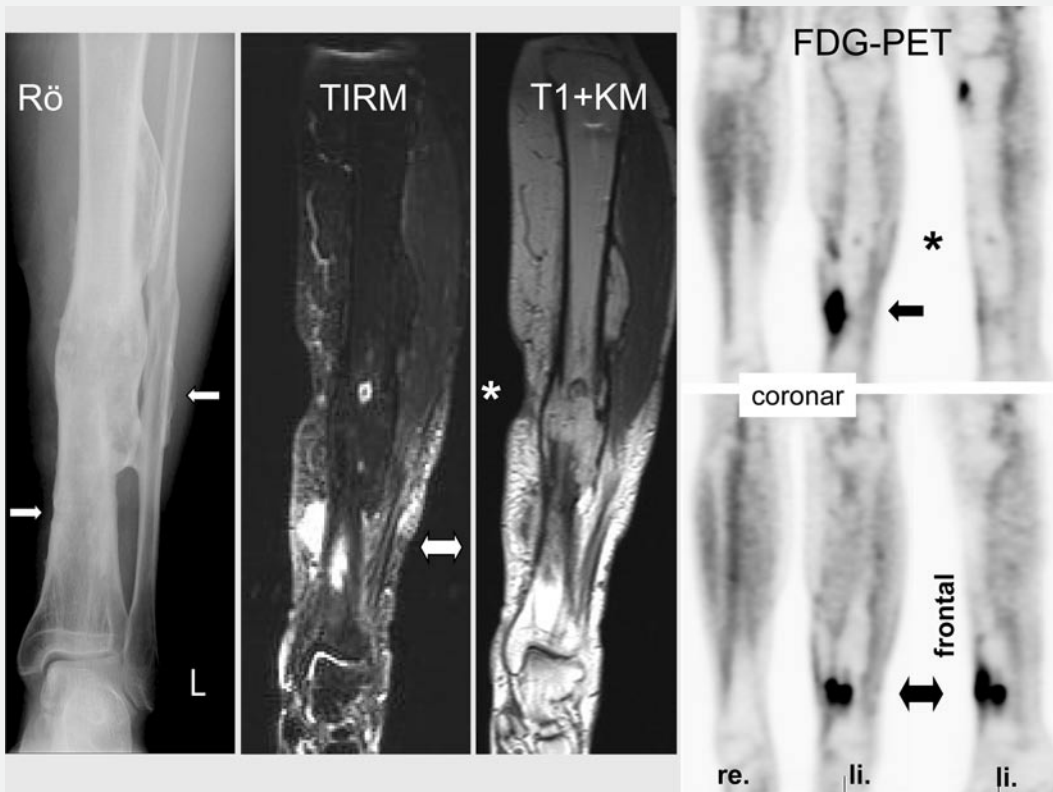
▲ Fall 5, konventionelles Röntgen: unspezifische strähnig-wolkige Sklerosierungen mit endostalem Knochenanbau und periostalen Knochenappositionen im Tibiaschaft mittig, distal geringe Irregularitäten der medialen Kortikalis (Pfeil); MRT, TIRM-Sequenz: punktförmige Signalsteigerung in Schaftmitte (Stern), umschriebenes Markraumödem distal sowie angrenzende Flüssigkeitsretention im Subkutangewebe medialseitig; nach Kontrastmittel (KM) irreguläre, randständige Kontrastmittelaufnahme in beschriebenen Arealen (gestörte Fettsättigung, evtl. Suszeptibilitätsartefakte); FDG-PET: intensiv gesteigerter Glukosestoffwechsel in korrespondierenden Arealen (←→) in distaler Tibia und angrenzenden medialen Weichteilen, Osteitis mit lokaler Markraumbeteiligung und Fistelung in die medialen Weichteile mit Abszedierung (Pfeil), kleine, rundliche Läsion in Schaftmitte (Stern)
